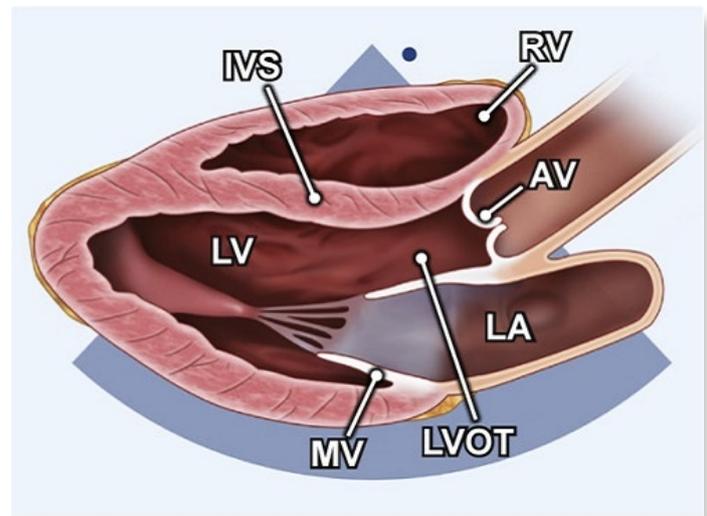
parasternale lange Achse (PLAX)
